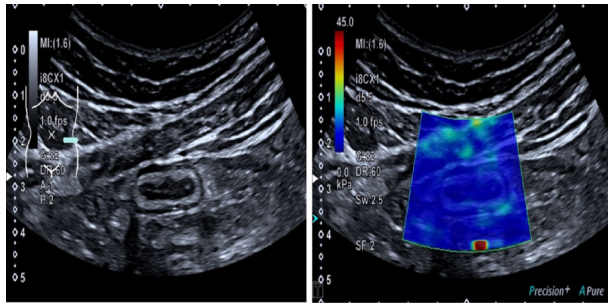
一名活动期 UC 患者的超声 SWE 图像
